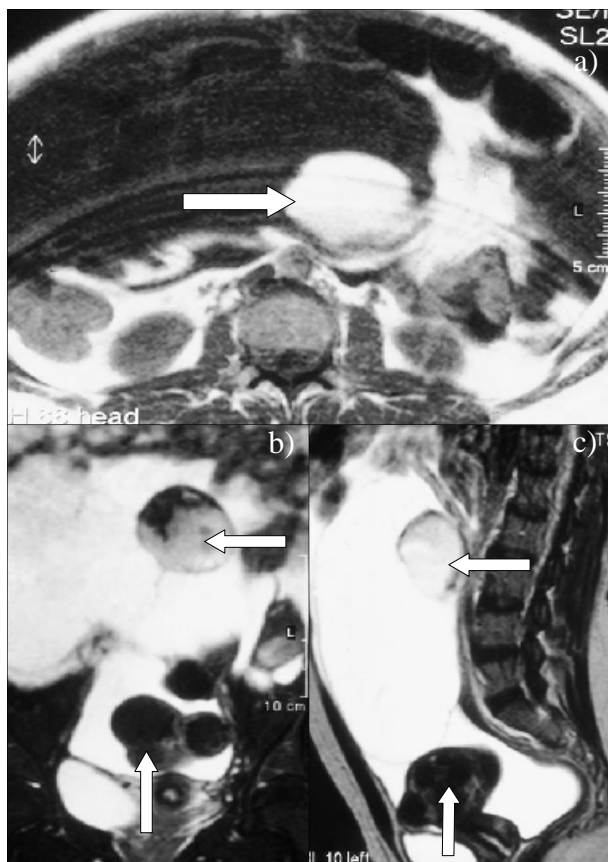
RM pélvica: Cistadenoma mucinoso gigante associado a teratoma maduro (seta horizontal) do ovário direito. a) ponderação em T1, corte axial. b) ponderação em T2 com saturação de gordura, corte coronal. c) ponderação em T2, corte sagital. Útero com leiomiomas (seta vertical).
